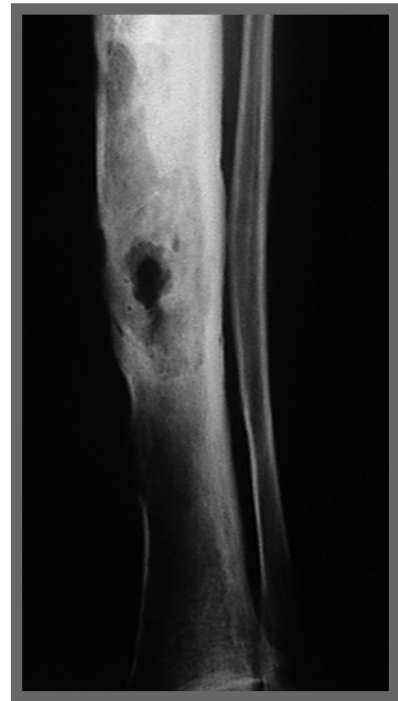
Radiographie standard de face révélant une lyse de la corticale interne et nécrose osseuse
